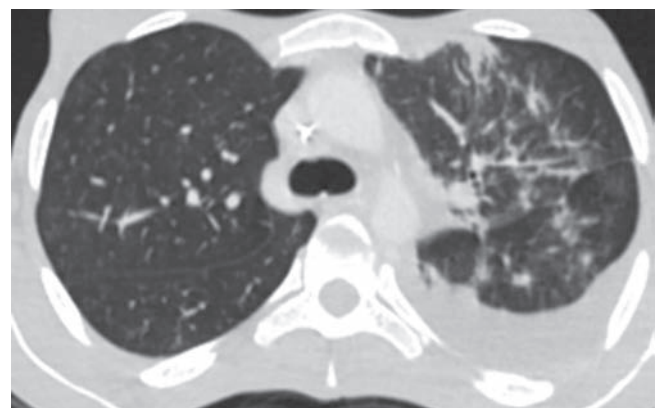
КТ ОГК, венозная фаза контрастирования, в легочном режиме. В левой плевральной полости визуализируется выпот. В верхней доле левого легкого на фоне утолщенного и деформированного междолькового интерстиция определяются множественные очаги и субплевральные лобулярные участки консолидации
